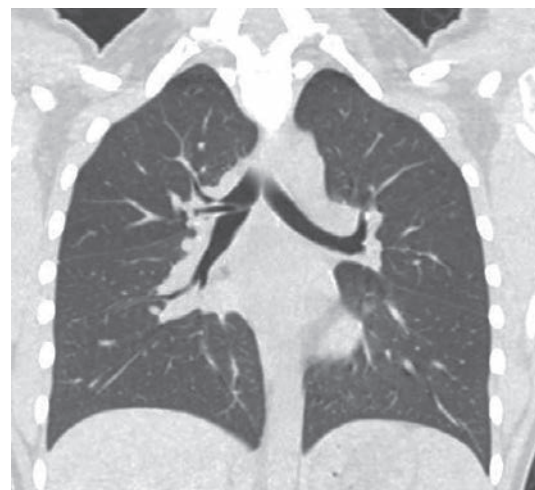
Компьютерная томография органов грудной полости, корональная проекция. Дислокация клапана в правый главный бронх. В данном случае наблюдаются V1 и V2+3, отдельно отходящие от главного бронха. Изначально клапан установлен в V2+3
